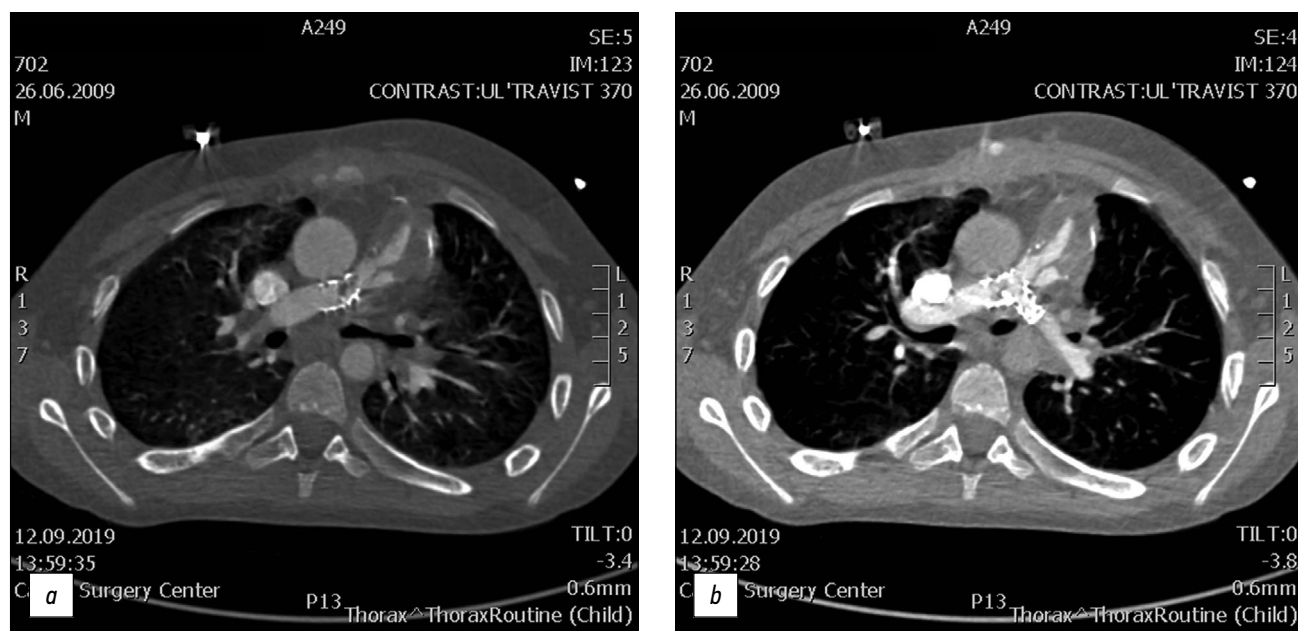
Компьютерная томография клапаносодержащего кондуита Contegra № 16 (a) и двусторонних стентов Palmaz Genesis XD 19-10 (b).
